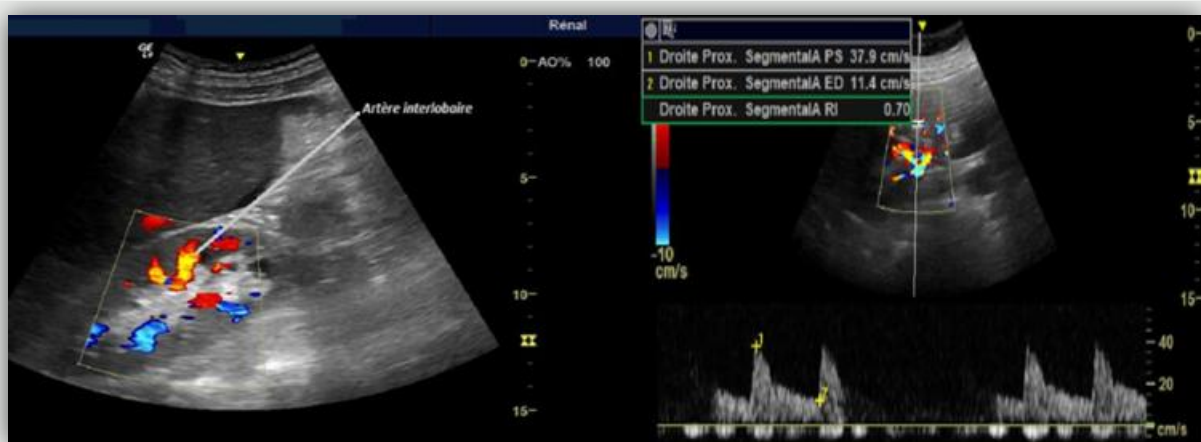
Echographie de repérage et doppler couleur (à gauche). Doppler rénal et mesure de l'IRR (à droite)
